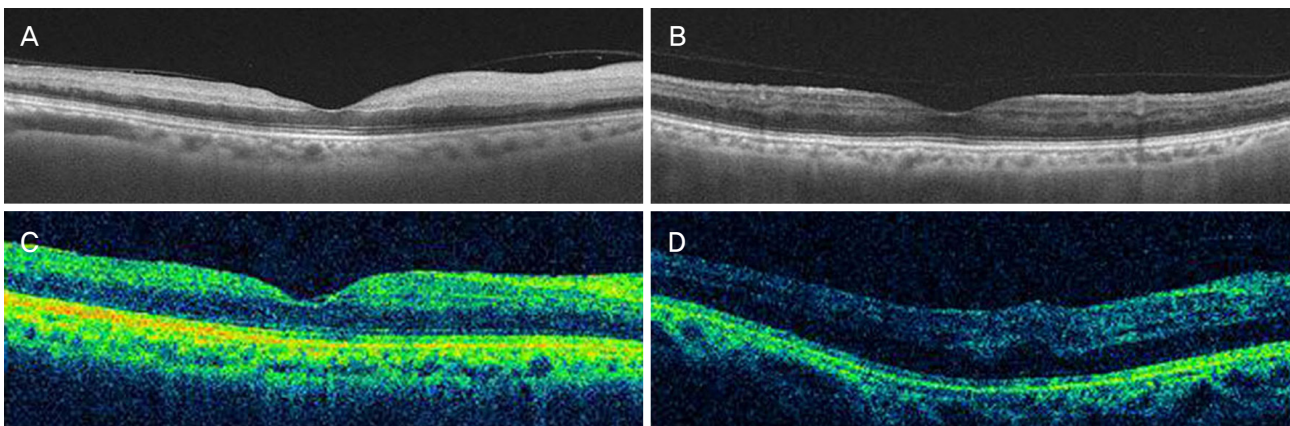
Optical coherence tomography of 4 representative cases with ocular ischemic syndrome patient at the initial visit. (A-C) There was no macular edema, and the choroid thickness was thinner than the normal eye. (D) Only 1 of 27 eyes showed macular edema. The macular thickening might be originated from the vitreomacular traction.
